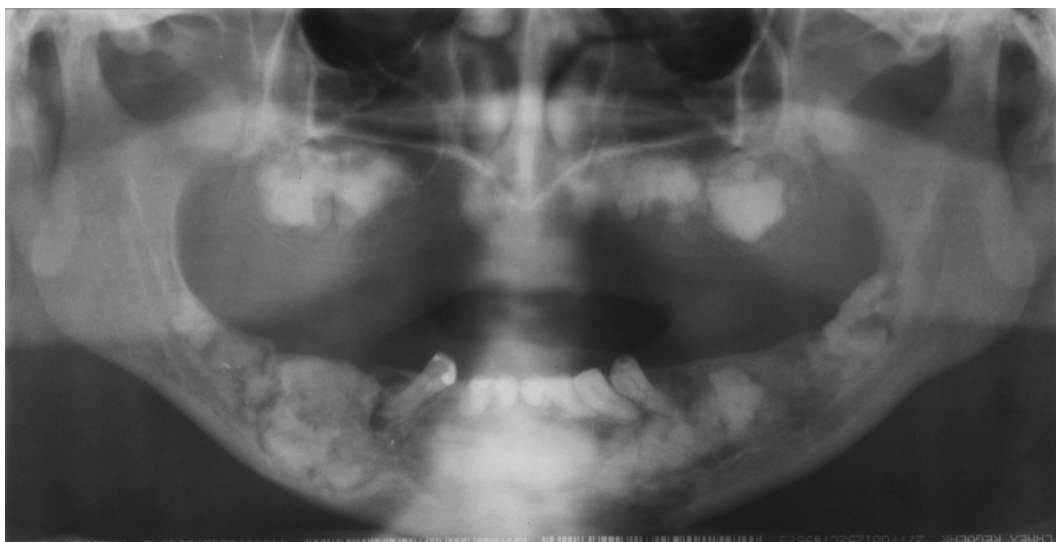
Displasia óssea florida. Radiografia panorâmica de mulher negra, 57 anos de idade. É observado predominância do padrão radiopaco das displasias, presente em todos os quadrantes, indicando um estágio mais tardio da doença.
